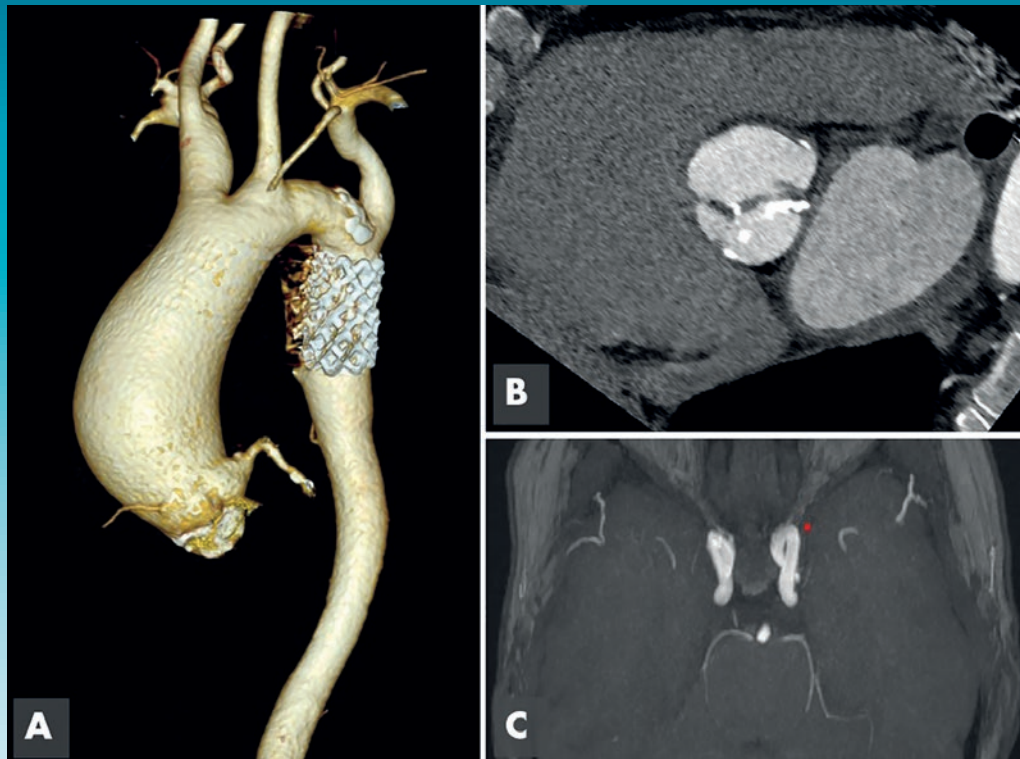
A. Reconstrucción 3D TAC paciente con aorta bivalva y coartación de la aorta. Se observa aneurisma de aorta ascendente y stent en zona de coartación. B. TAC que muestra válvula aórtica bicúspide con zonas de calcificación en sus velos. C. Los pacientes con coartación de aorta pueden presentar aneurismas del polígono de Willis por lo que se recomienda su revisión.
